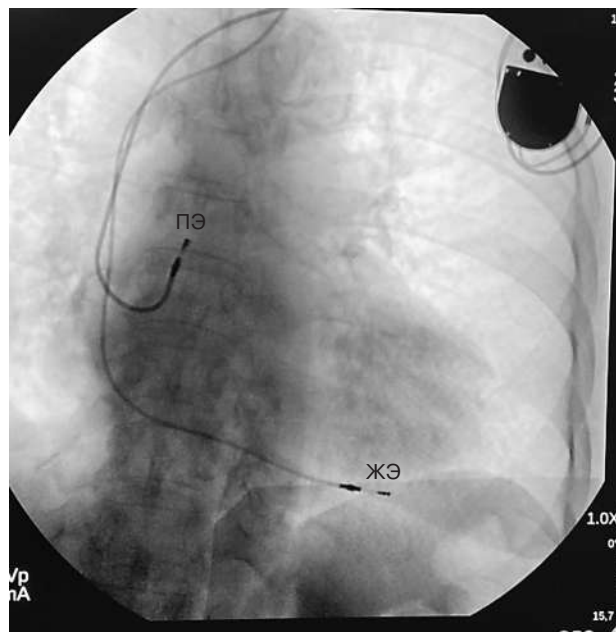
Рентгенография сердца после имплантации двухкамерного электрокардиостимулятора.
